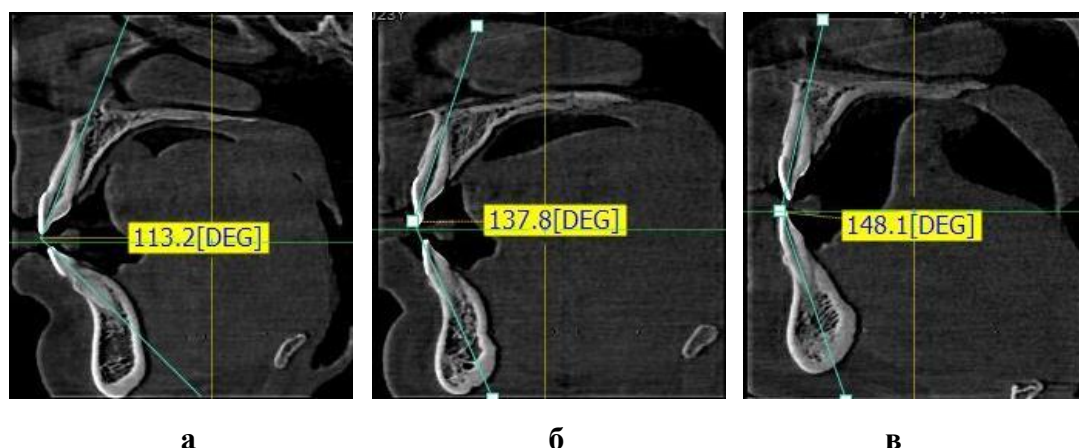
фрагменты КЛКТ с нанесенными результатами измерения межрезцового угла при протрузионном (а), мезотрузионном (б) и ретрузионном (в) типах зубных дуг
